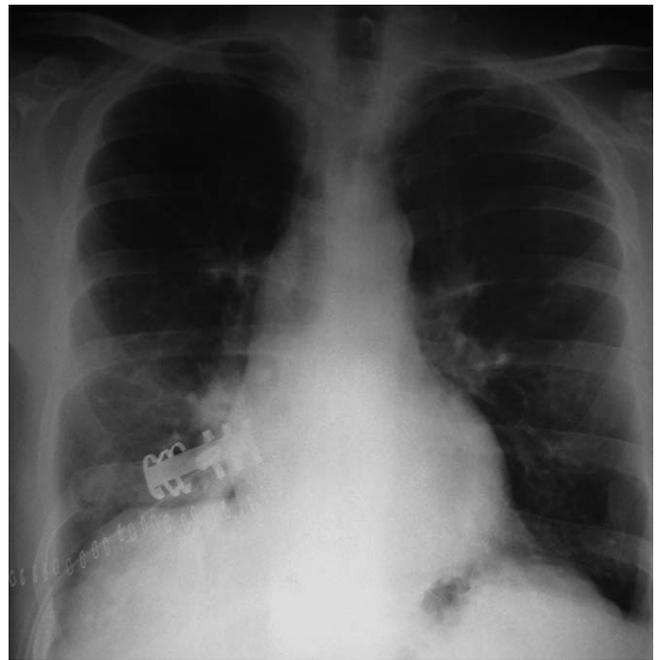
Radiographie pulmonaire postopératoire : disparition de la pneumatocele et de la cavité sous-cutanée. Présence d'une agrafe de Judet.
